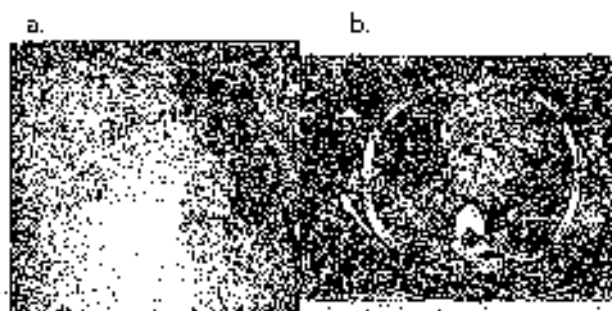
Emplema pulmonar. a. Opacidad difusa del hemitórax derecho, secundaria a derrame pleural asociado a infiltrado alveolar. b. El TAC confirma la presencia de derrame pleural asociado a condensación neumónica.
